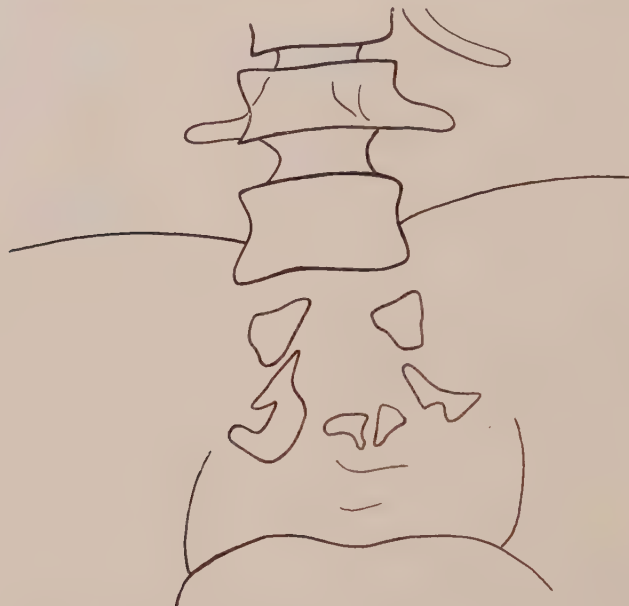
Röntgenpause einer Spina bifida mit Myelomeningocele (s. Fig. 123.)
